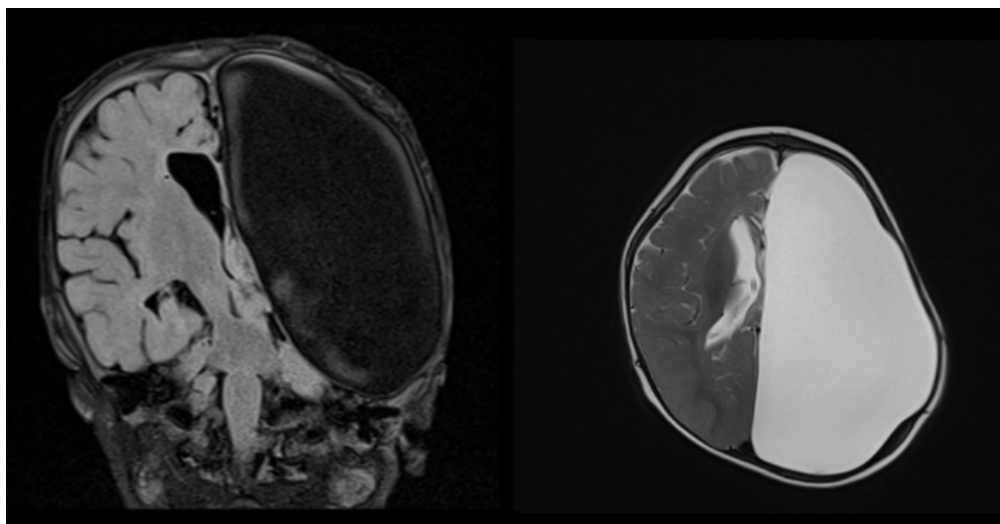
Контрольные томограммы после выполнения гемисферэктомии. Пораженное полушарие полностью, на его месте – спинномозговая жидкость
